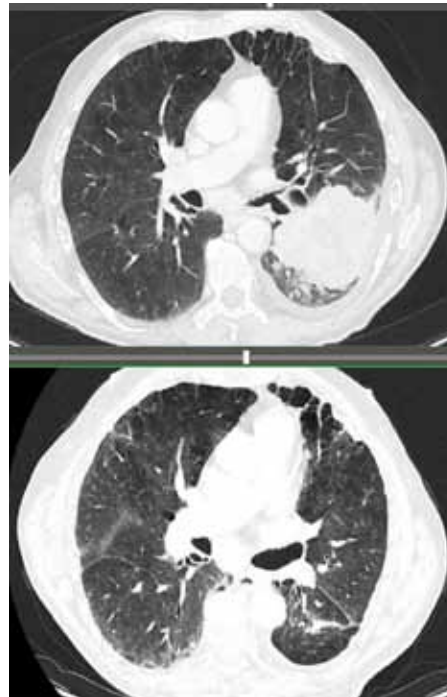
Arriba: TC al diagnóstico en abril de 2018. Abajo: último TC de control tras suspender tratamiento con Pembrolizumab.
